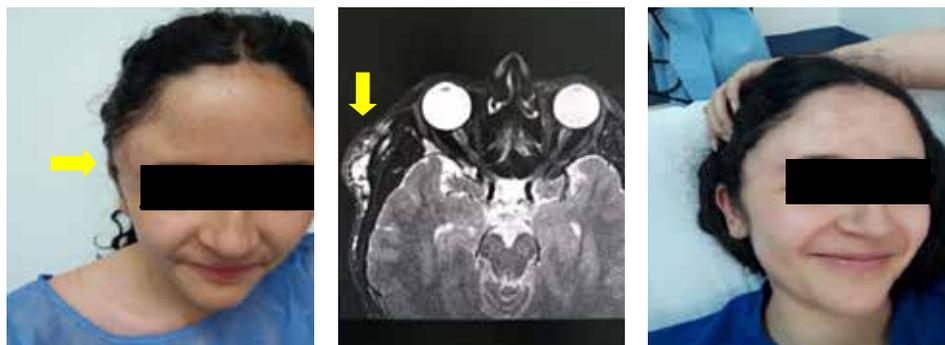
Paciente con malformación vascular en región temporal derecha con deformidad estética y dolor, manejada con alcohol absoluto vía percutánea. A) Aspecto previo a la intervención. B) Resonancia magnética nuclear donde se aprecia la lesión. C) Aspecto de la paciente al segundo mes después del tratamiento.
